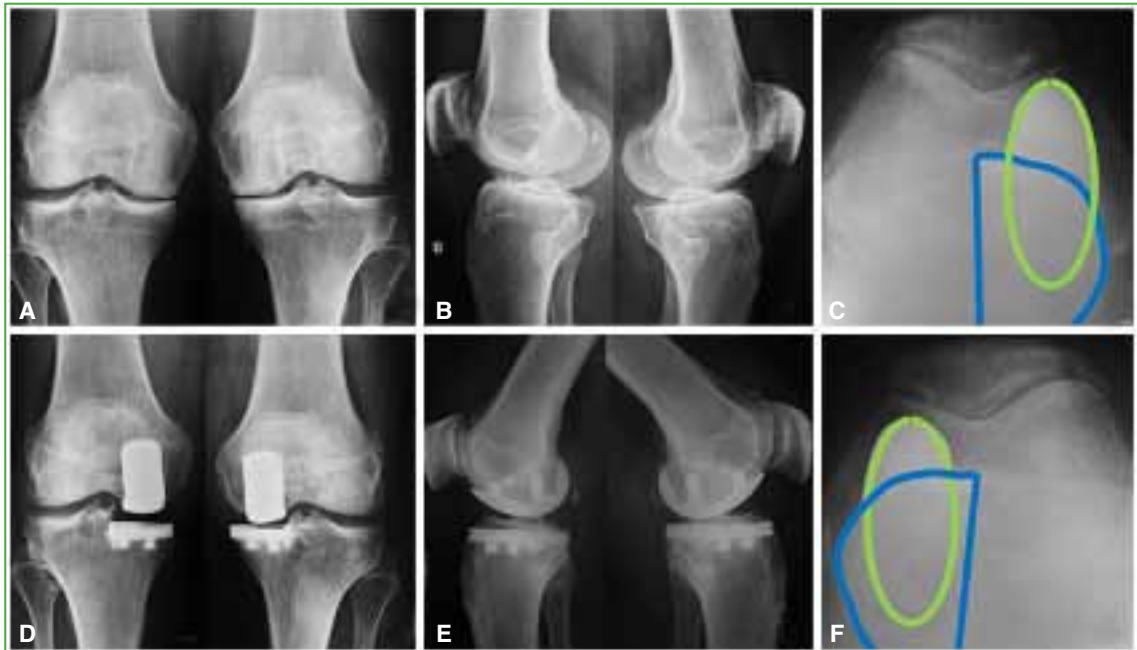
Paciente con prótesis unicompartimental interna bilateral y 6.3 años de seguimiento. A y B. Radiografías de ambas rodillas, de frente y de perfil, preoperatorias. Se observa genu varo artrósico bilateral. C-F. Radiografías de ambas rodillas, de frente y de perfil, y axial de rótula, posoperatorias. Se puede visualizar la correcta alineación de los componentes en todas las proyecciones.
